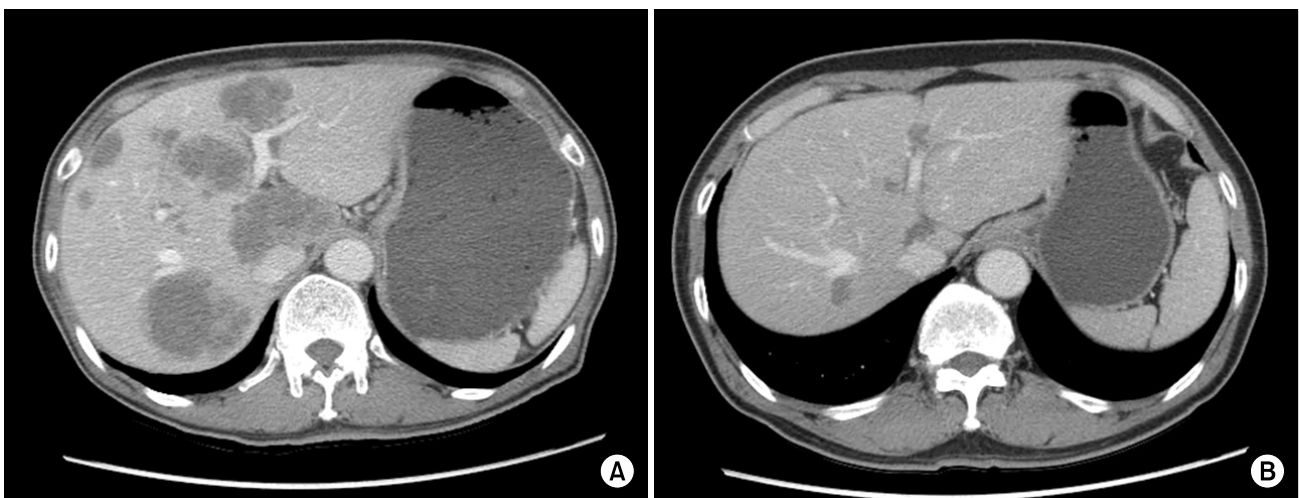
(A) CT demonstrated the advanced gastric cancer with multiple liver metastasis at initial diagnosis. (B) After twenty fifth course of FOLFOX chemotherapy, multiple liver metastasis was markedly improved.
